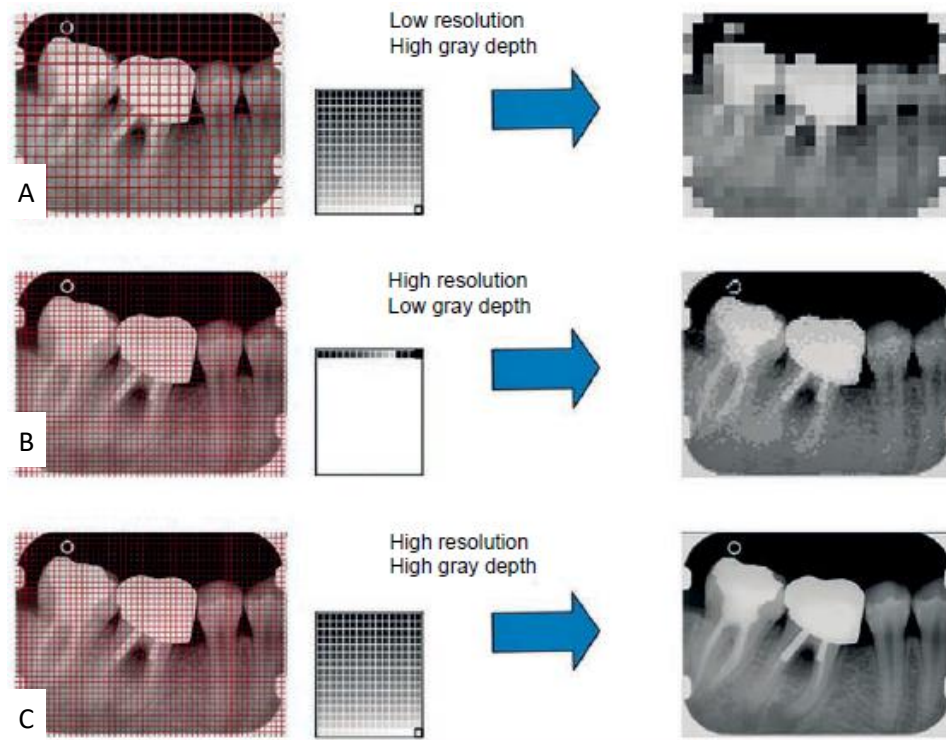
Resolución de la radiografía digital, que depende del tamaño del pixel y de la amplitud de la escala de grises. A) Se muestra una radiografía con un tamaño de pixel grande y con una amplia paleta de colores, en B) radiografía con pixeles pequeños y una pequeña paleta de grises. C) radiografía con pixeles pequeños y una amplia paleta de colores. <sup>3</sup>
